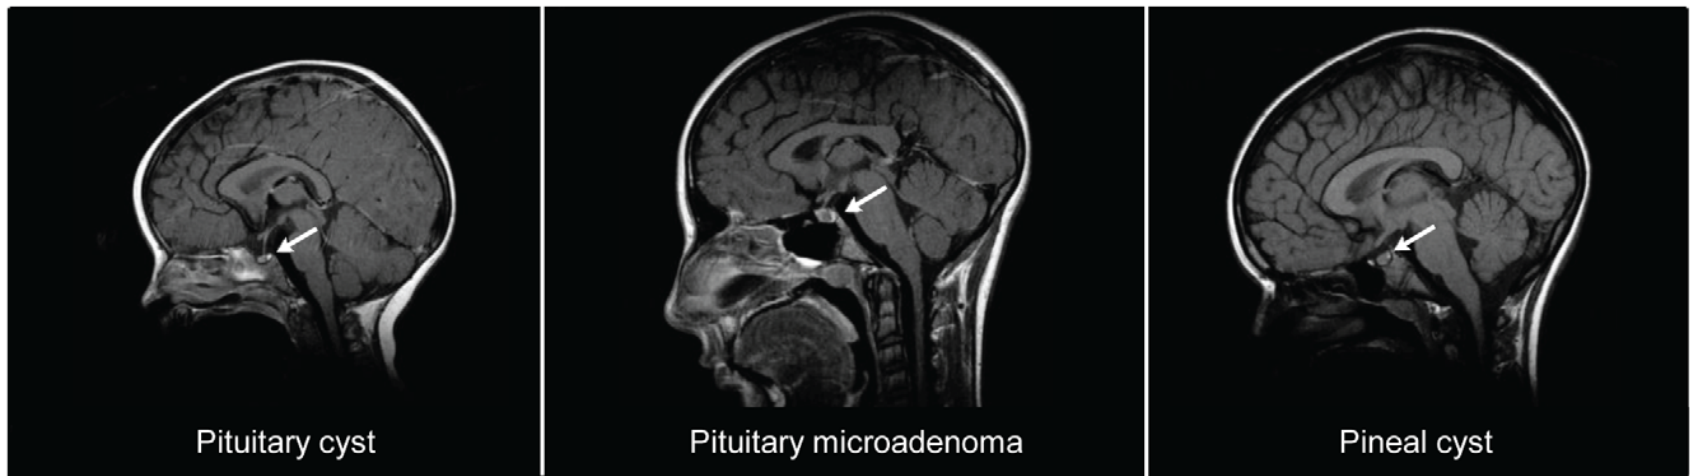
Brain MRI scans of girls with incidental findings. Typical incidental MRI findings in the CNS from three representative girls with early or precocious puberty.
